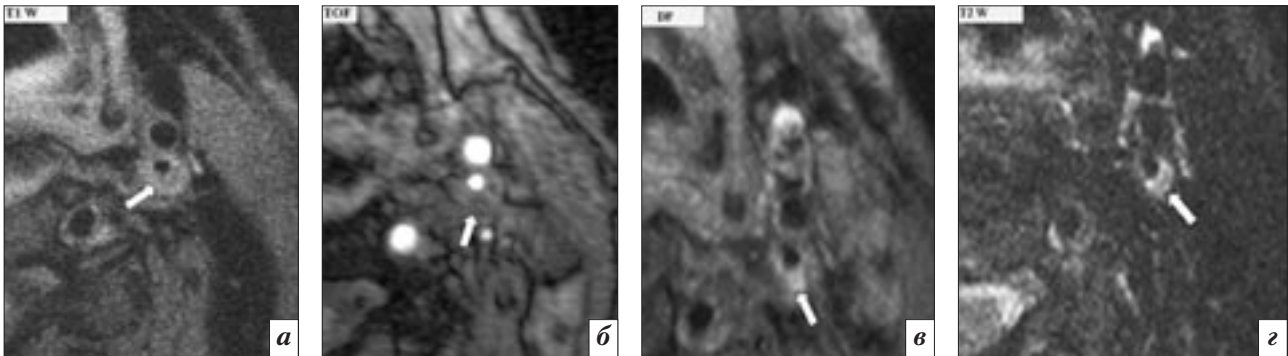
МР-томограммы. Стеноз левой ВСА. Область атероматозных масс (отмечена стрелками): а – гиперинтенсивный сигнал на T1WI; б – гипоинтенсивный сигнал на TOF-изображении; в и з – гиперинтенсивный сигнал на PDWI и T2WI соответственно [14].
